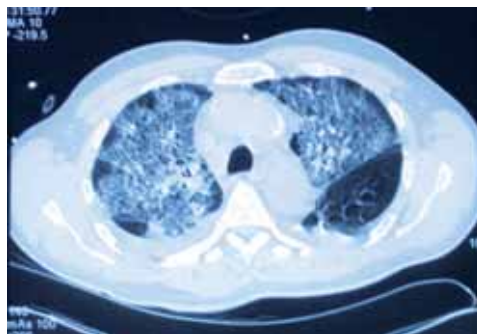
Images alvéolaires bilatérales à H72 d'une intoxication par vérapamil en rapport avec un œdème pulmonaire non-cardiogénique. L'échographie cardiaque montrait une fonction ventriculaire gauche systolique normale.
